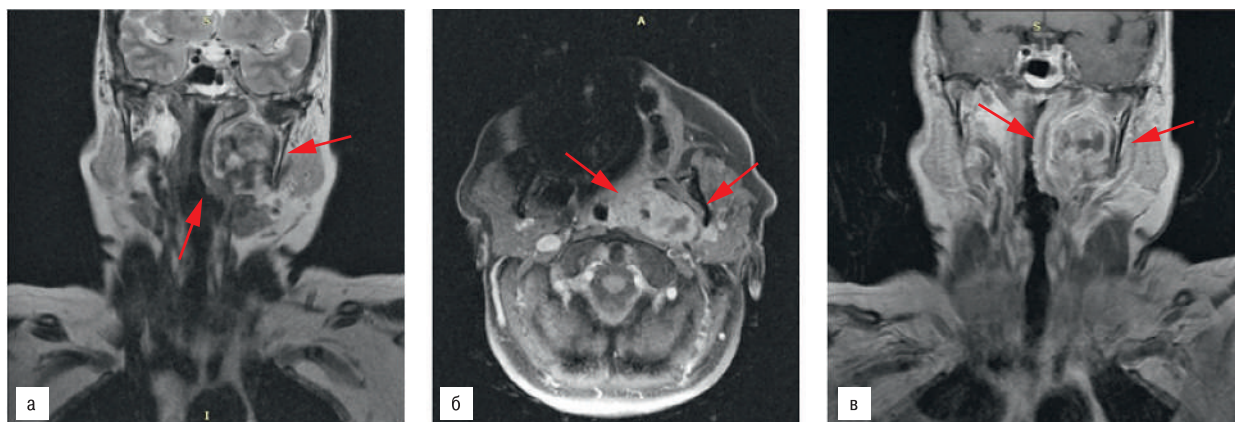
Пациентка Р., 59 лет. МРТ орофарингеальной области. МРТ в режимах: T2-ВИ во фронтальной плоскости (а), T1-ВИ (STIR) в аксиальной плоскости (б), T1-ВИ во фронтальной плоскости (в)
